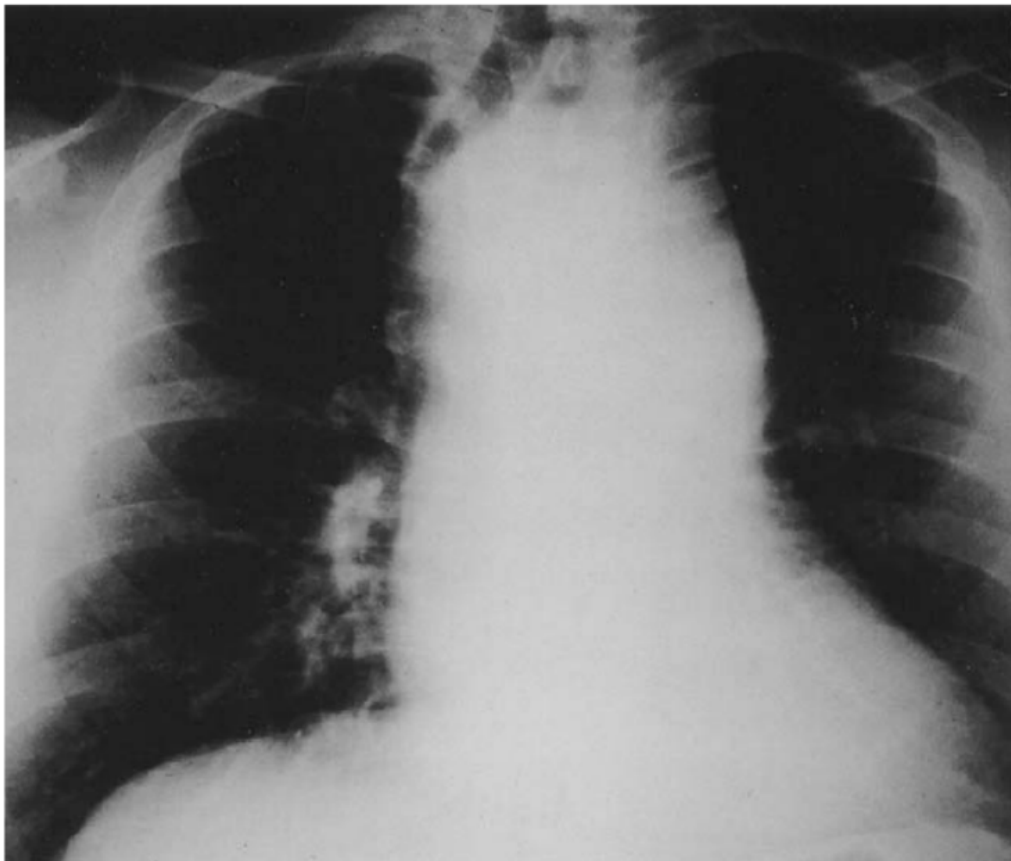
Radiographie sans preparation qui montre l'importance de l'ombre médiastinal et la perte des reliefs habituels de la crosse aortique [64].
